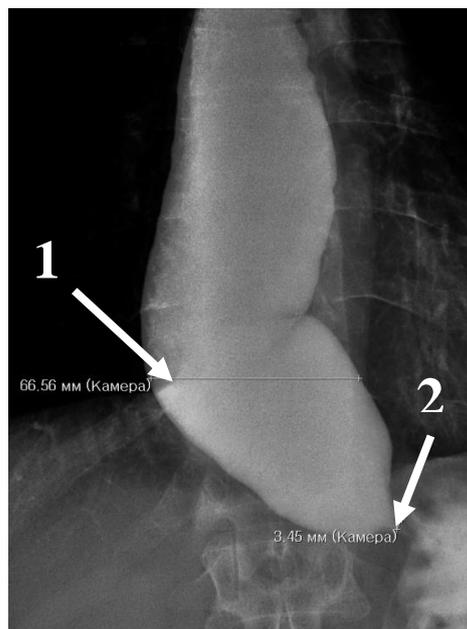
Рентгенограмма. Ахалазия кардии IV стадии. 1- супрастенотическое расширение пищевода (диаметр пищевода в грудном отделе), 2 – пищеводно-желудочный переход (диаметр ПЖП).
